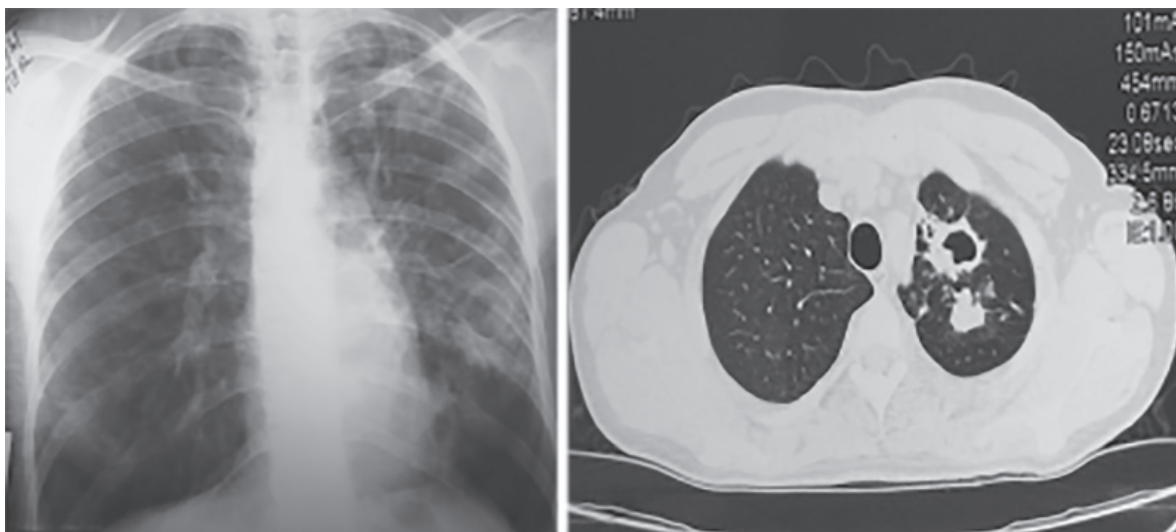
Оглядова рентгенограма та комп'ютерна томограма хворої Ш. до операції
